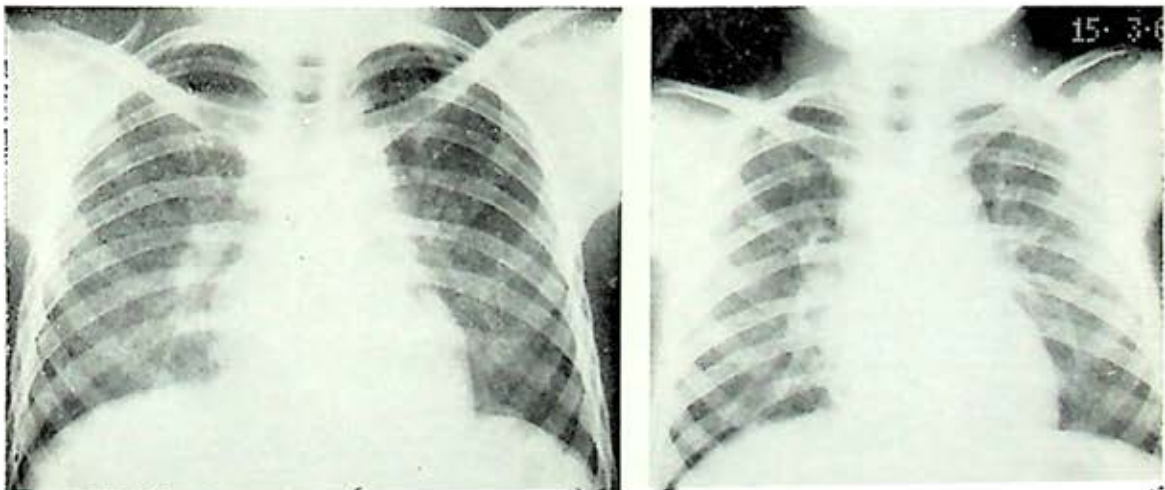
Radiografías de un caso en etapa inicial o tipo I con regresión completa de las lesiones
